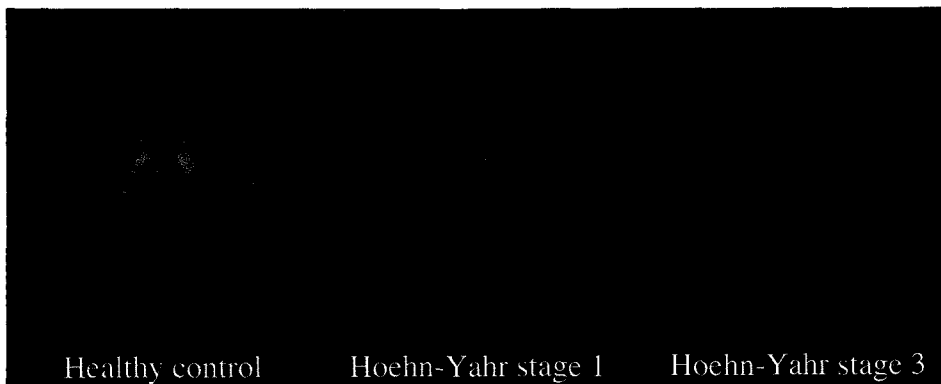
Transaxial SPECT images at the level of striatum in a healthy subject and PD patients, Hoehn-Yahr stage 1 and stage 3, obtained 24 hr after injection of [¹²³I] β -CIT. In PD patients, [¹²³I] β -CIT binding in the striatum is markedly reduced, with a greater reduction in the putamen than in the caudate.
